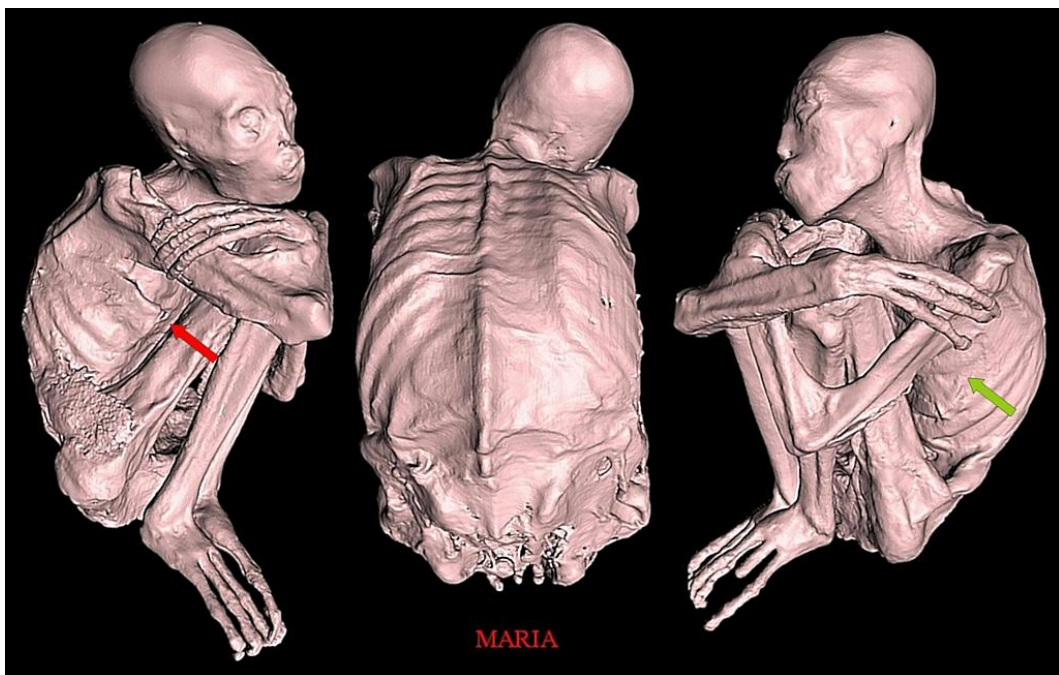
Reconstrucción 3D por tomografía computarizada (TC) de ‘Maria’ mostrando postura fetal. Obsérvese los dígitos muy largos y multisegmentados en las manos y pies tridáctilos. ‘Maria’ era un adulto de edad avanzada. Su sexo representaba un misterio. Se encontró mama derecha con pezón (flecha roja), pero faltaba la mama izquierda (flecha verde). Presentaba cromosoma Y.
